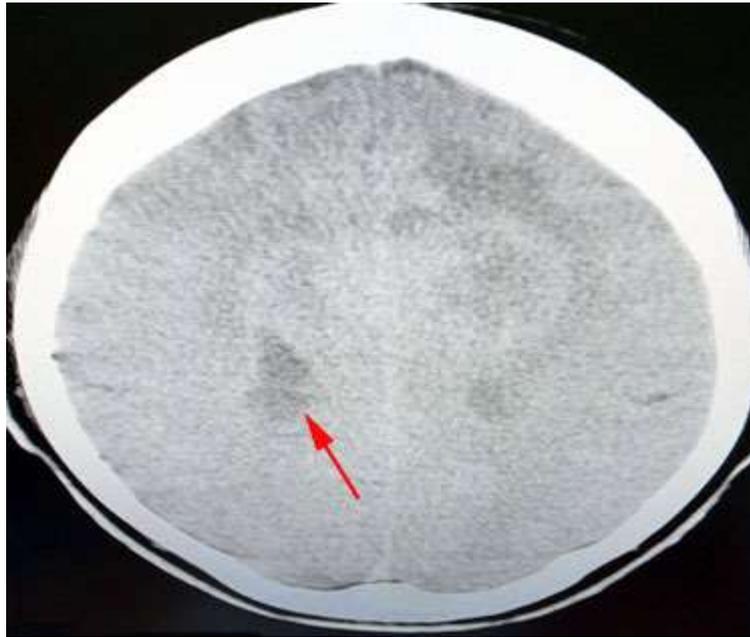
TAC de cráneo realizado al paciente en cuerpo de guardia.
